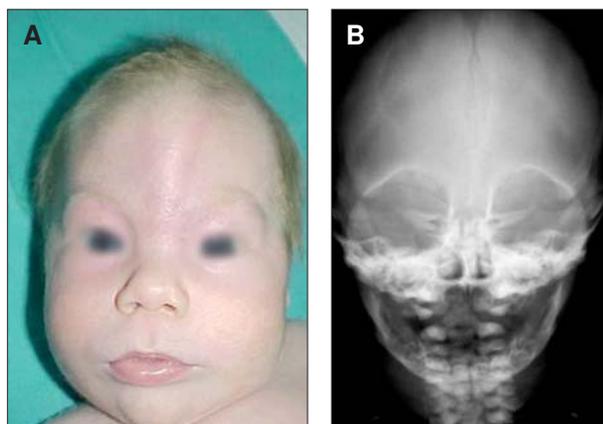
A) Facies del paciente. Sutura metópica prominente. B) Radiografía de cráneo. Craneosinostosis metópica.
